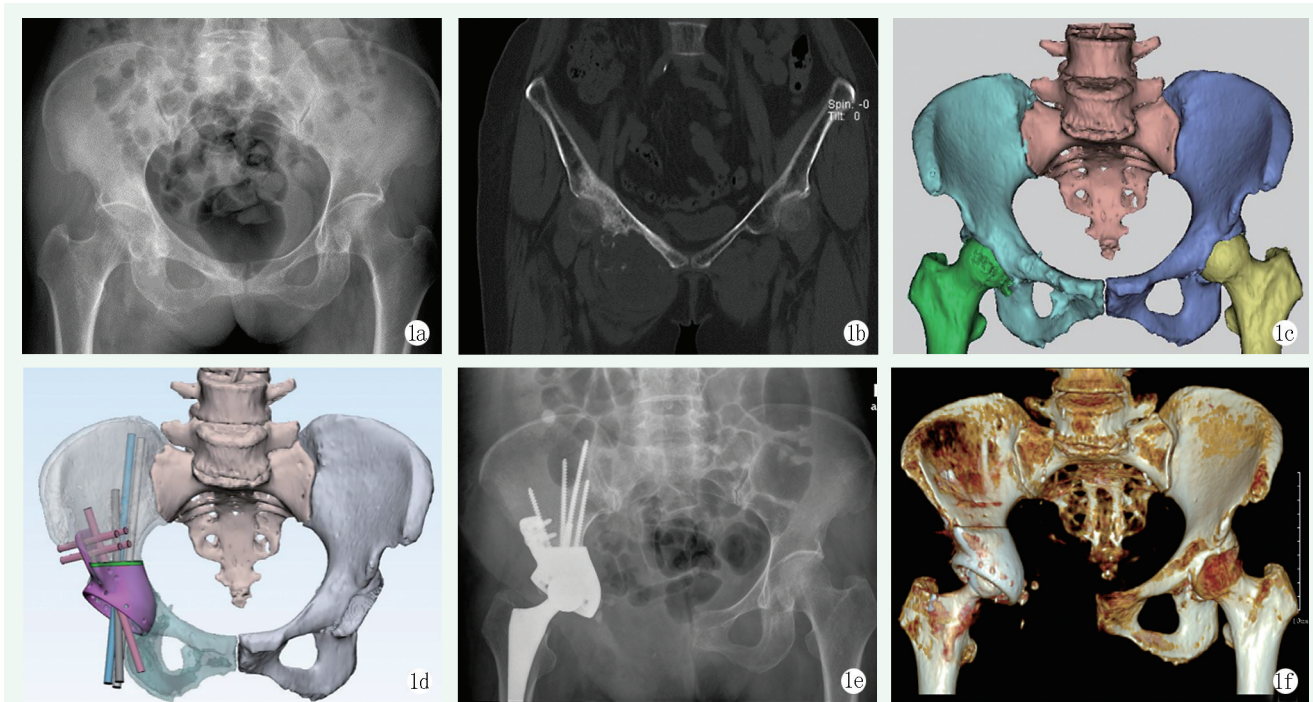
患者女性, 68 岁, 软骨肉瘤 II 级, 行右骨盆 II、III 区肿瘤切除、3D 打印半骨盆假体重建术治疗。1a: 术前 X 线片示右侧坐骨、耻骨上支、髋臼周围骨质破坏; 1b: 术前 CT 冠状面可见肿瘤累及右侧骨盆 II、III 区; 1c: 术前三维重建骨盆模型; 1d: 设计截骨及重建假体样式; 1e: 术后 X 线片示重建假体位置良好; 1f: 术后 CT 三维重建见假体重建位置良好。
